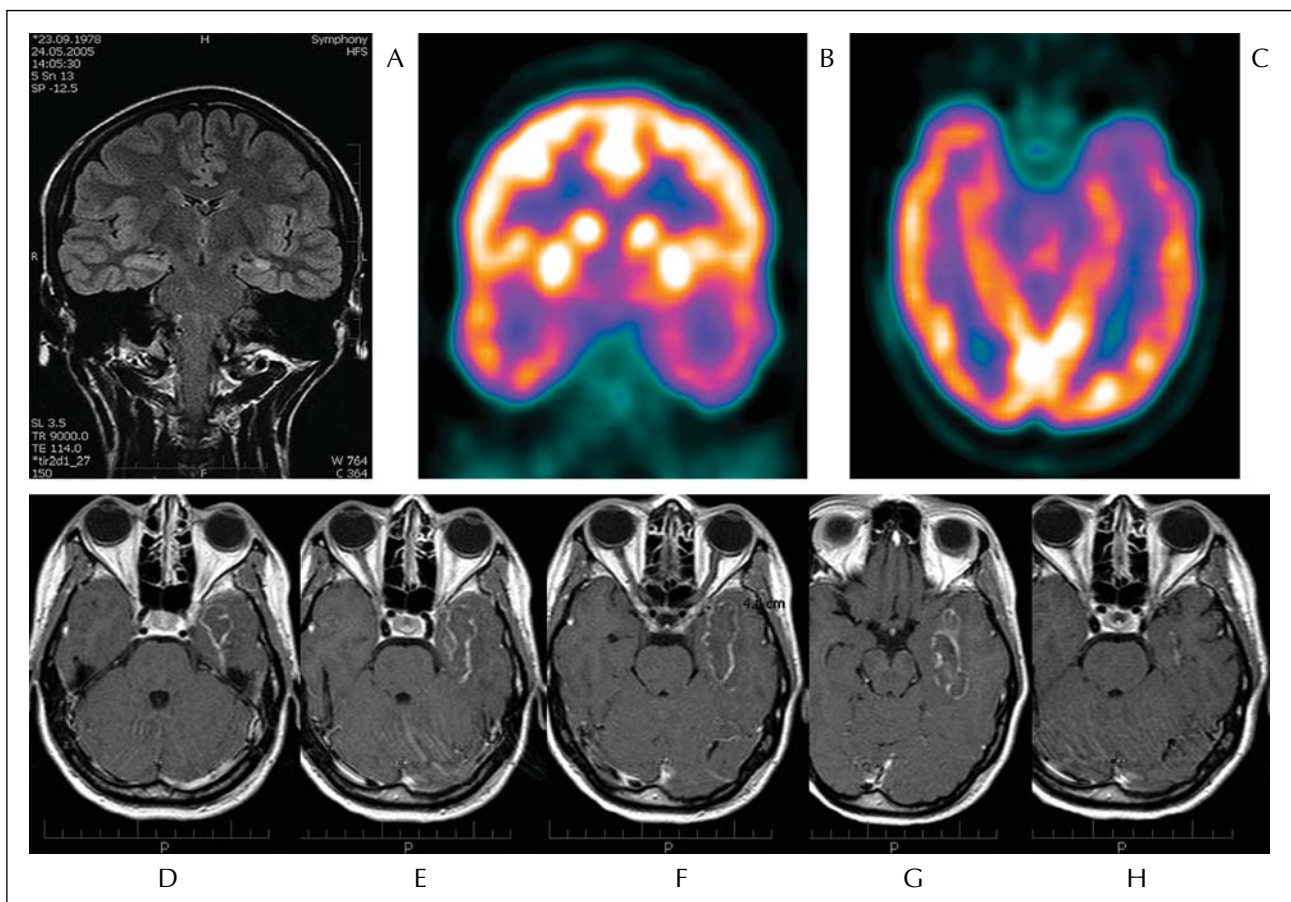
Results in patient 13. A) MRI showing mesial temporal sclerosis left; B, C) FDG-PET showing left temporal hypometabolism; D, E, F, G) MRI 3 days following stereotactic amygdalohippocampectomy; H) MRI 6 months following stereotactic AHE.
